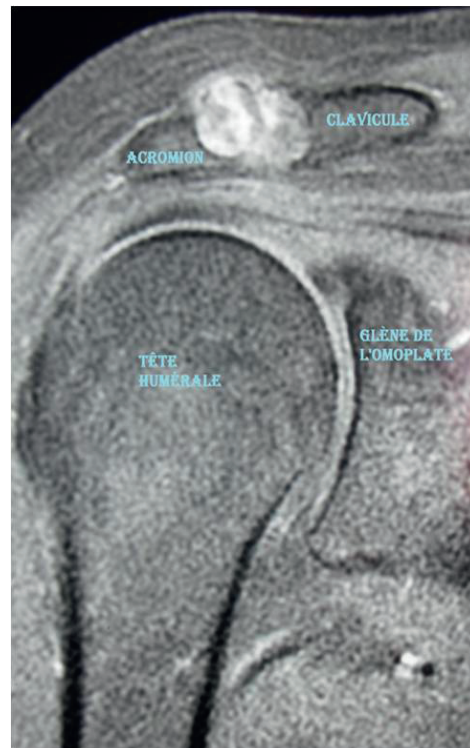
IRM coupe frontale passant par l'articulation glénohumérale et l'articulation acromioclaviculaire, montrant la lésion en hypersignal T2.
